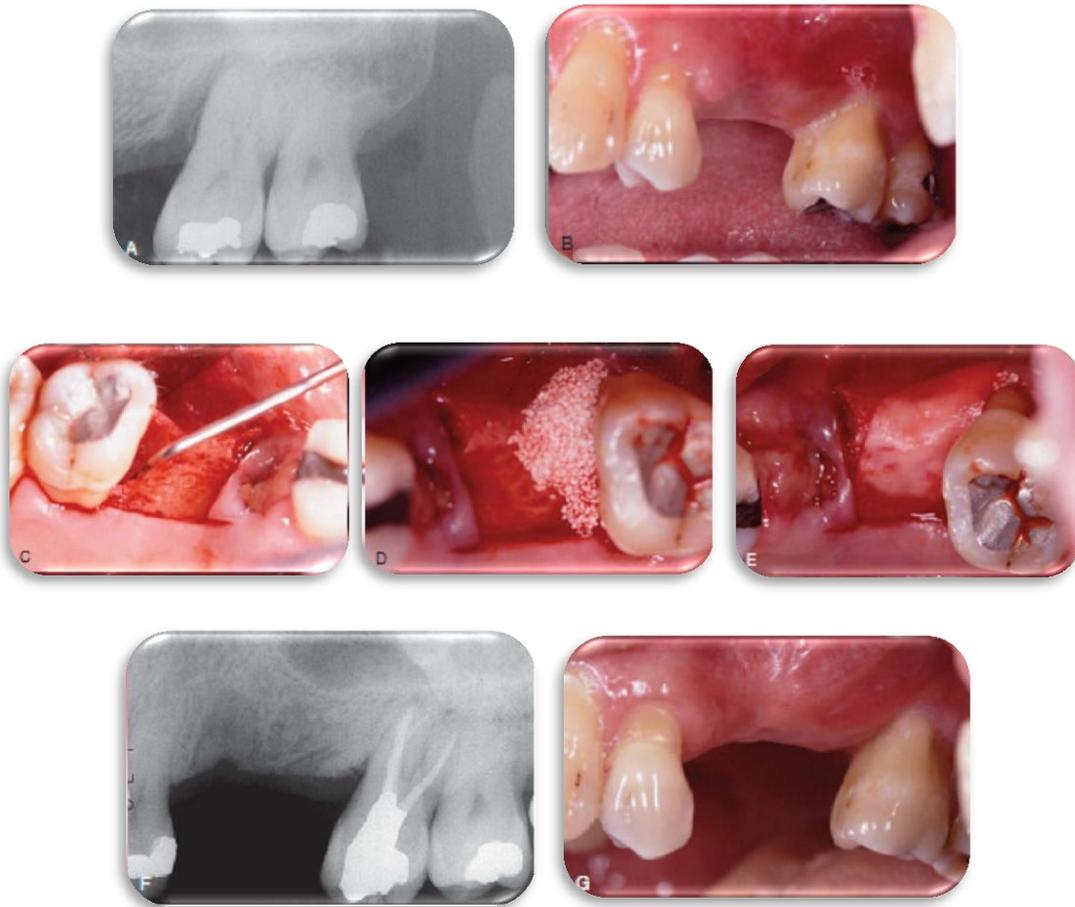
Cirugía periodontal con regeneración ósea guiada. (A) Radiografía inicial, muestra el defecto vertical significativo en la superficie mesial del segundo molar. (B) Fotografía clínica inicial. (C) Colgajo mucoperióstico de espesor total, sonda periodontal que muestra 7 mm de profundidad en el defecto óseo, eliminación del tejido infectado y de granulación. (D) Relleno del defecto con injerto BioOss® (hueso esponjoso bovino) el paciente fue sometido a tratamiento de conductos radiculares previa intervención quirúrgica. (E) Colocación de membrana Ossix® (colágeno) sobre el injerto. (F) Radiografía 1 año después, muestra la reparación ósea. (G) Fotografía clínica del área intervenida 1 año después del tratamiento.¹
